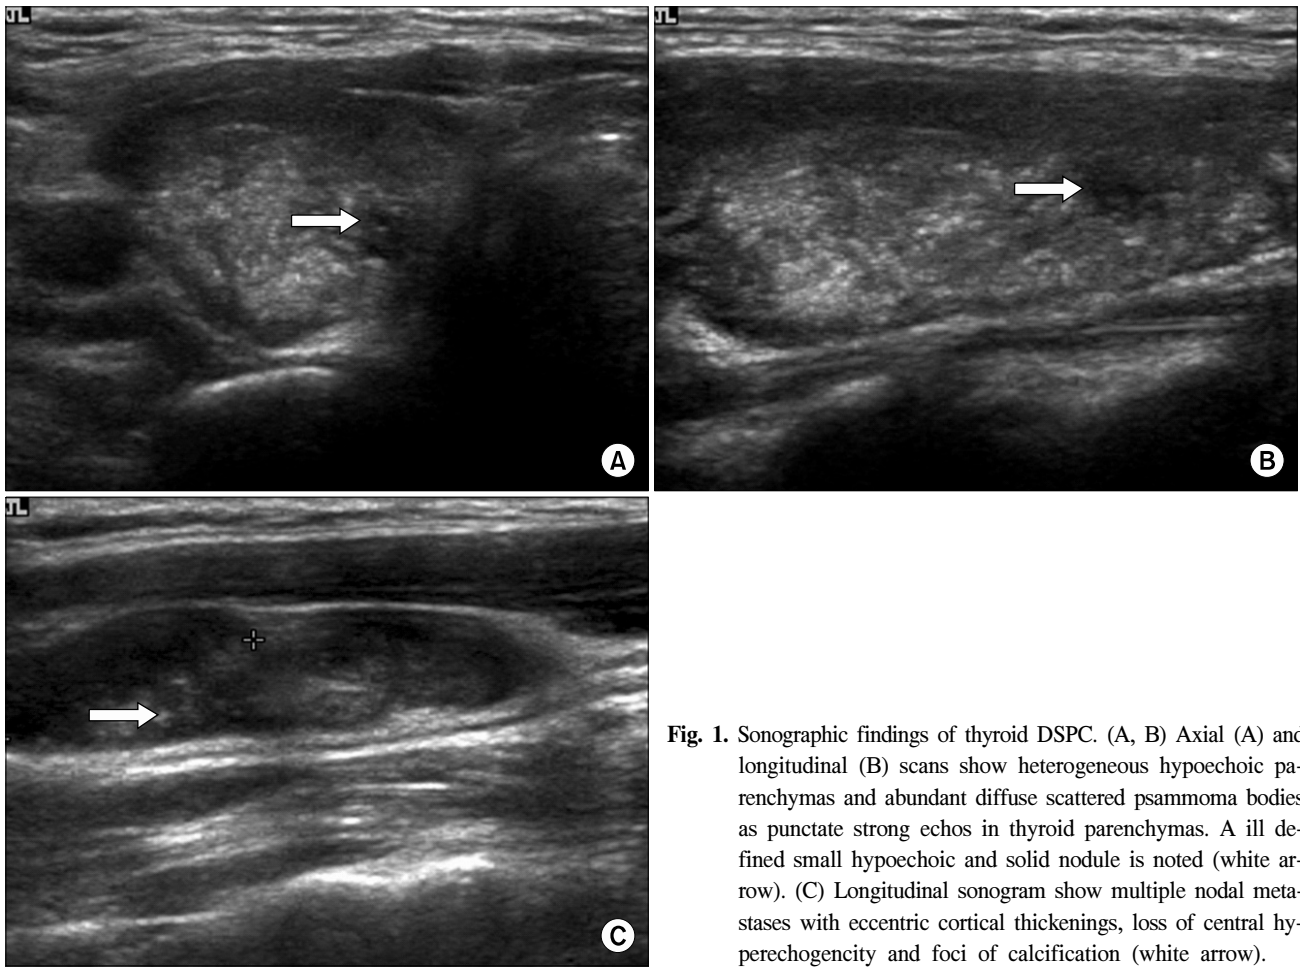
Sonographic findings of thyroid DSPC. (A, B) Axial (A) and longitudinal (B) scans show heterogeneous hypoechoic parenchymas and abundant diffuse scattered psammoma bodies as punctate strong echos in thyroid parenchymas. A ill defined small hypoechoic and solid nodule is noted (white arrow). (C) Longitudinal sonogram show multiple nodal metastases with eccentric cortical thickenings, loss of central hyperechogenicity and foci of calcification (white arrow).
